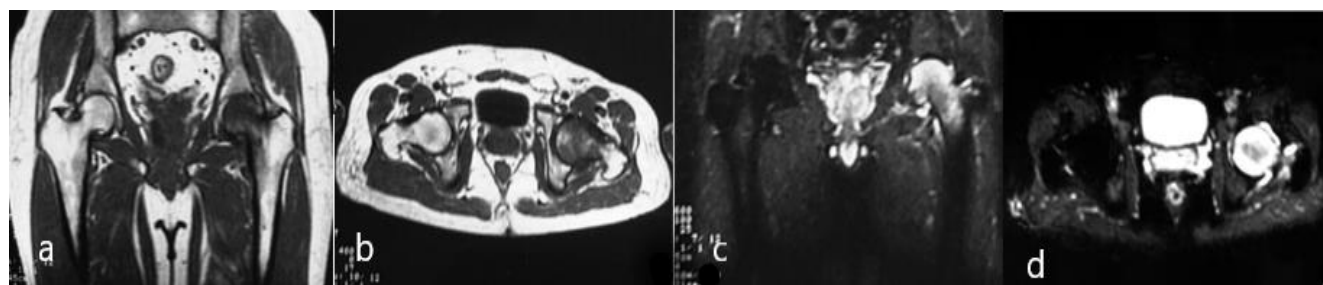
Imagen de resonancia magnética que muestra signos de TOH izquierda
